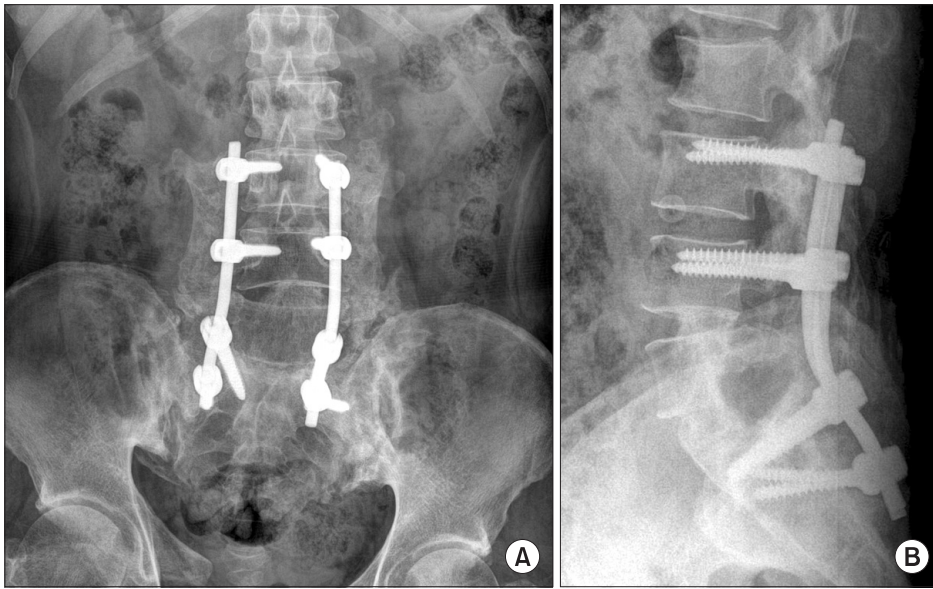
(A, B) Plain radiographs at 1 year 2 months after operation shows interbody fusion between L4-5 and L5-S1 and posterolateral fusion between L3-S2.
